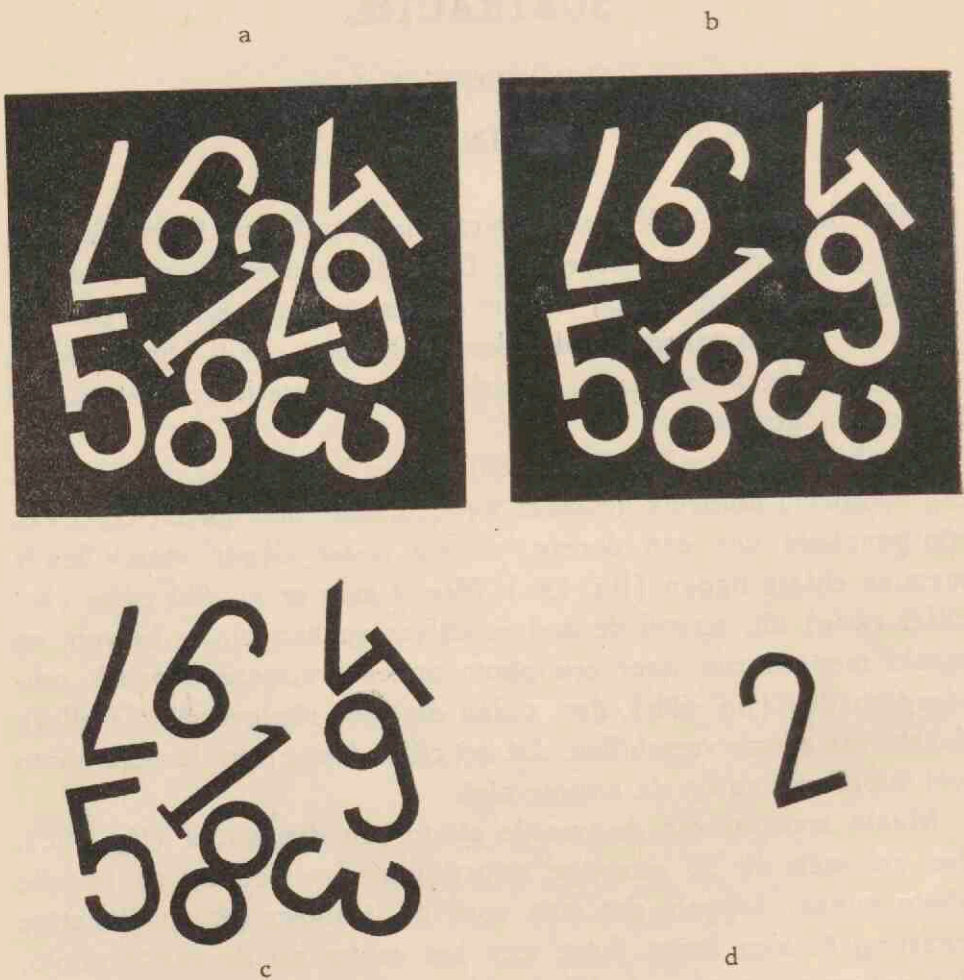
Röntgenogram van naast elkaar liggende metalen cijfers.
